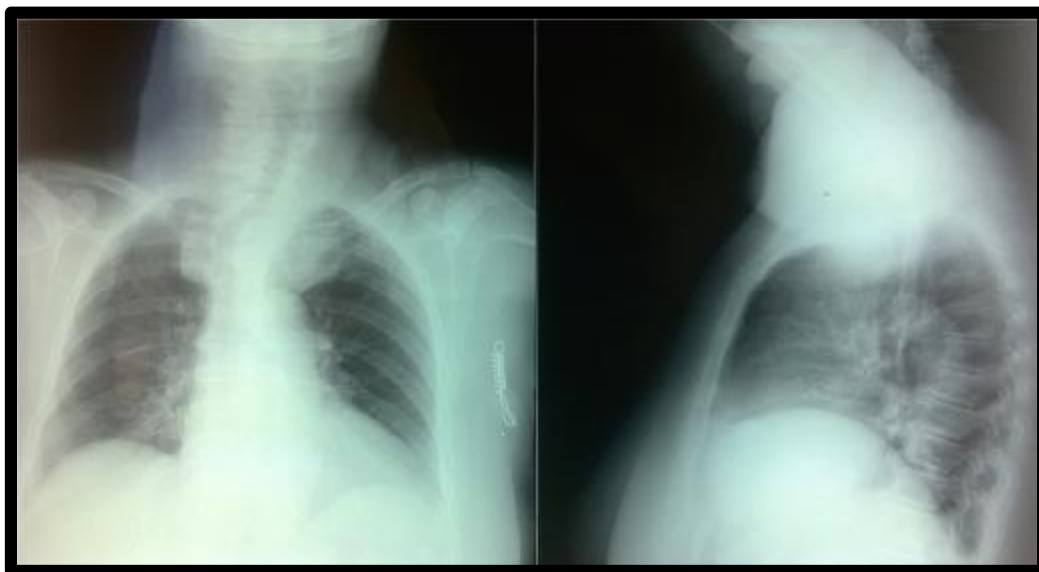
Radiographies cervico-thoraciques de face et de profil : opacité cervicale
